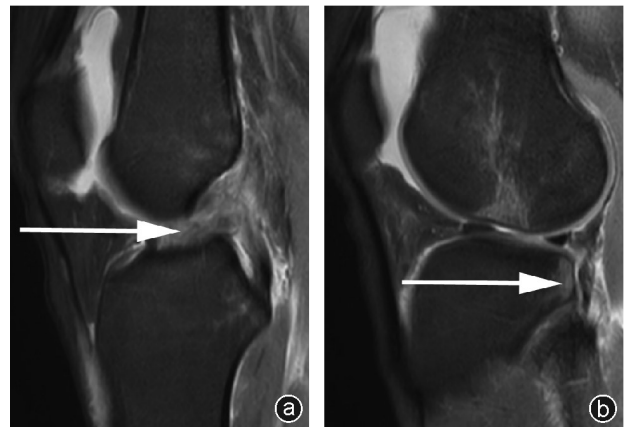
病人,男,35岁,主因外伤致膝关节疼痛、肿胀入院,诊断为ACL断裂,胫骨平台后侧骨挫伤 a: MRI示ACL增粗、迂曲,紧张度降低,连续性中断,在矢状位PD-SPAIR上呈高信号;b: MRI示胫骨平台外后侧呈片状异常信号影,在矢状位PD-SPAIR上呈高信号
